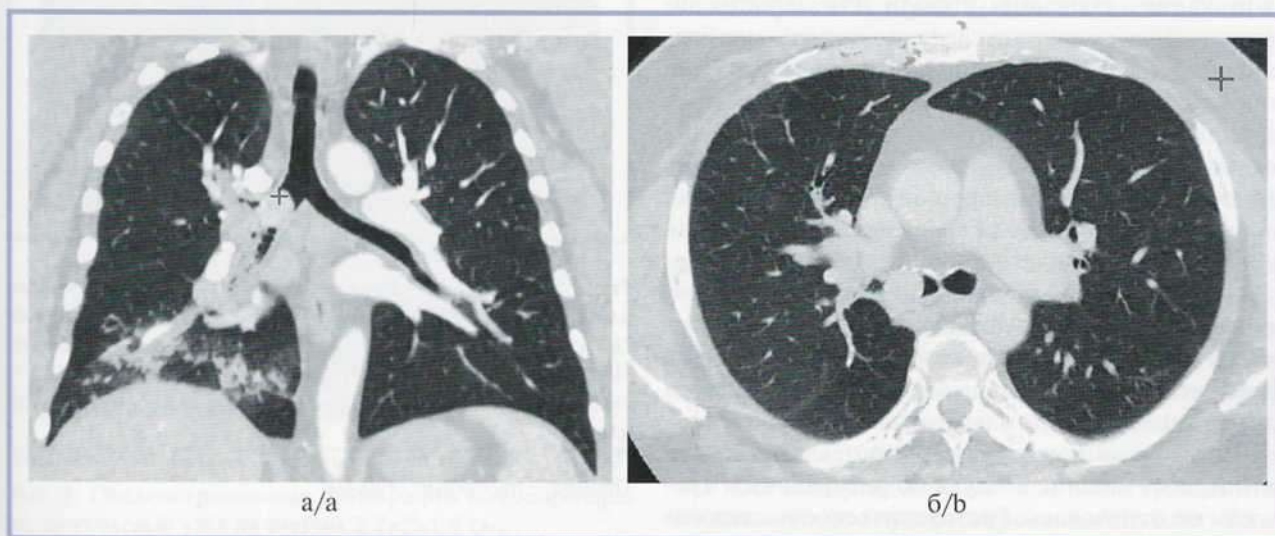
МСКТ органов грудной клетки больного К., 48 лет. Центральный карциноид правого главного бронха размером 25×24 мм.
